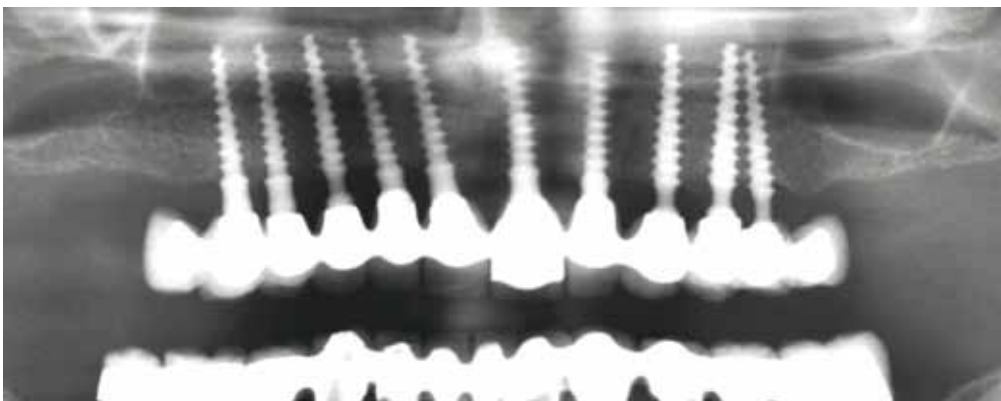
Panorama Röntgen zu Abb.16, nach 13 Jahren gleichbleibender Knochenverlauf
